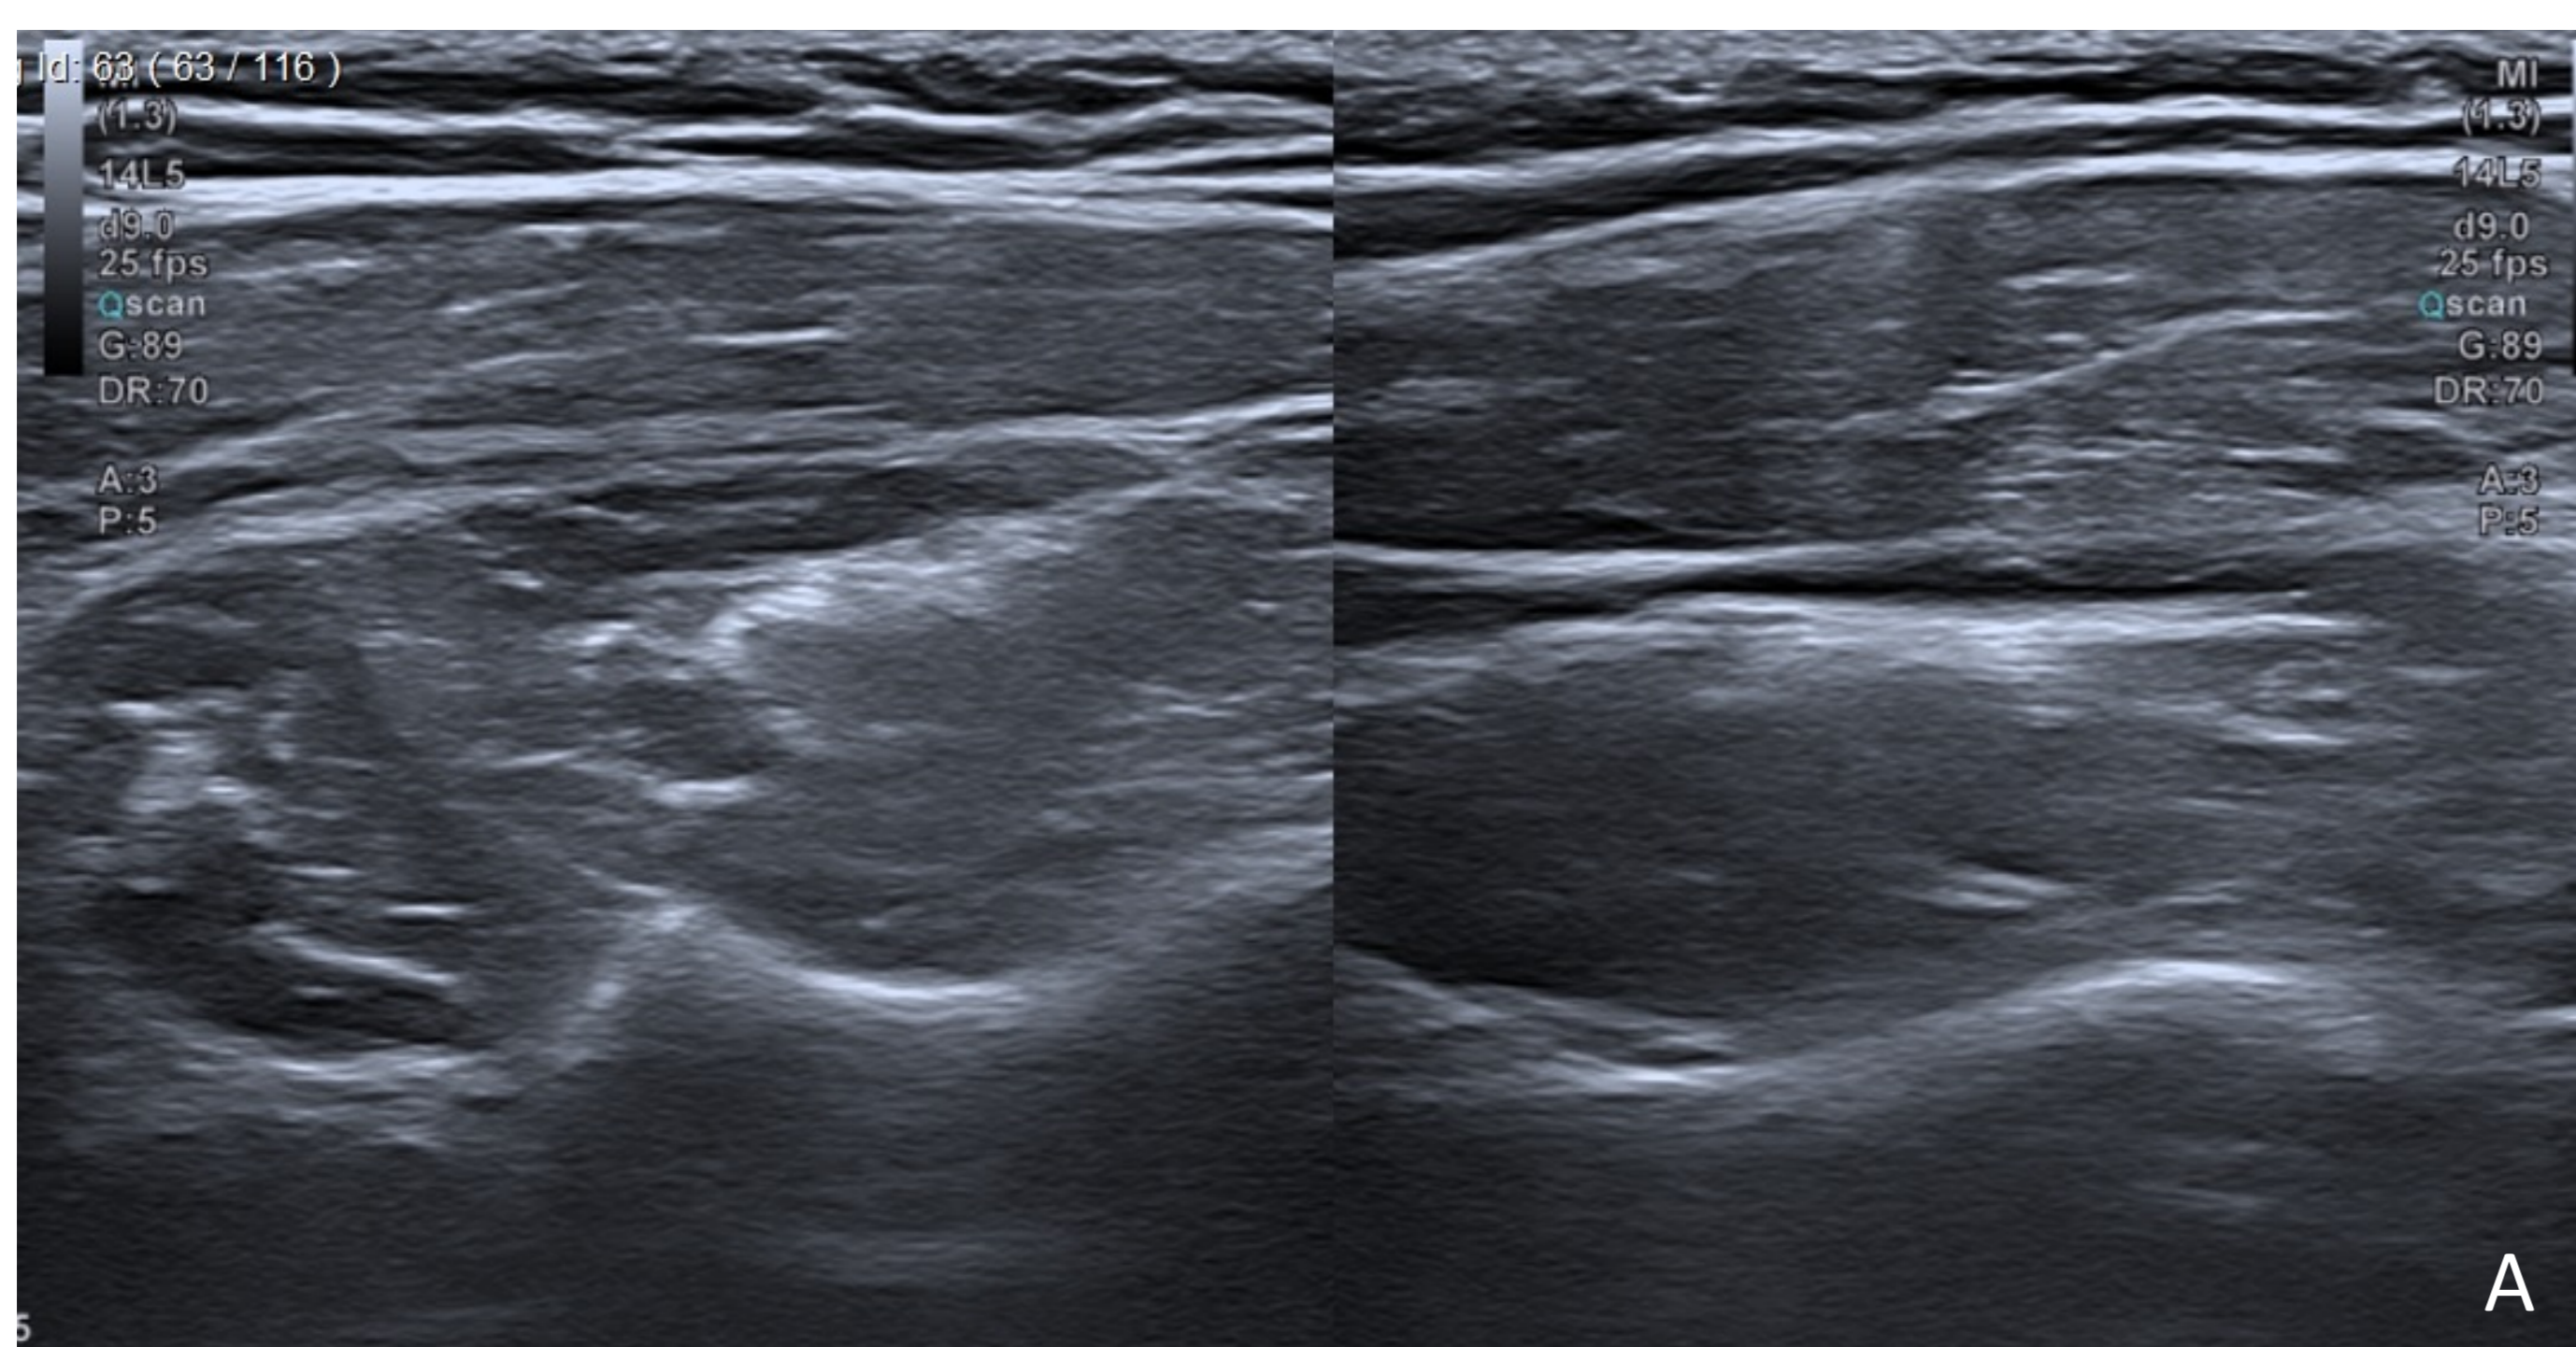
A y B. Ecografía que muestra signos de atrofia en la musculatura del supraespinoso e infraespinoso en comparativa con el lado contralateral.
